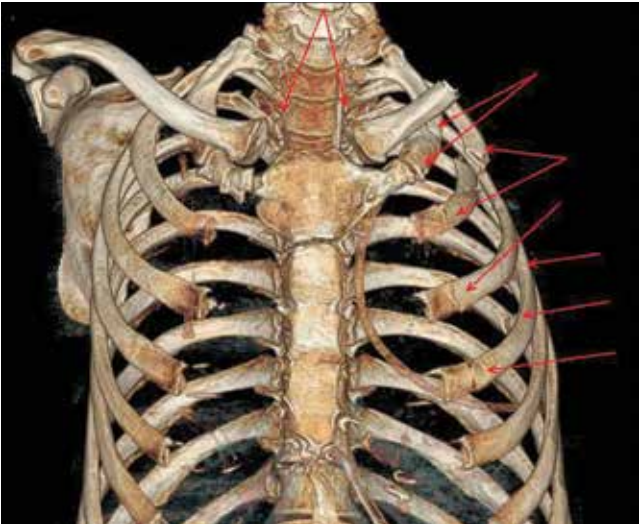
КТ органов грудной клетки
